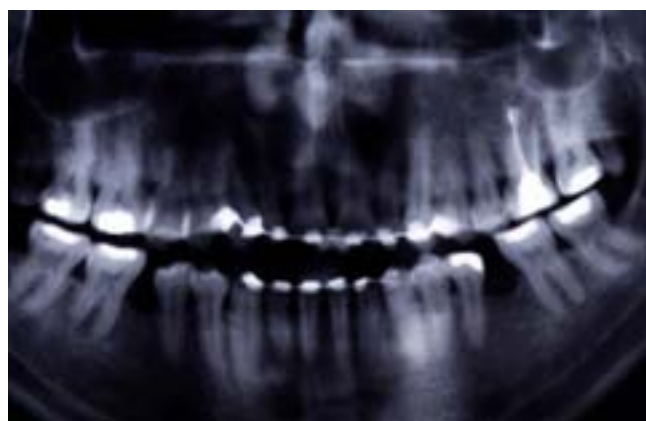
Ortopantomografía posortodóncica.
